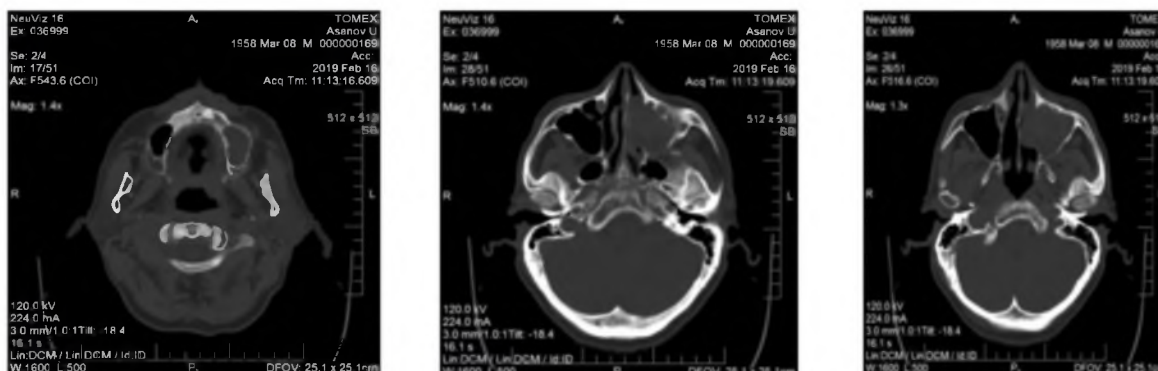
КТ-граммы больного А-ва, 1958 г.р., (аксиальная плоскость, уровень верхнечелюстной пазухи).
